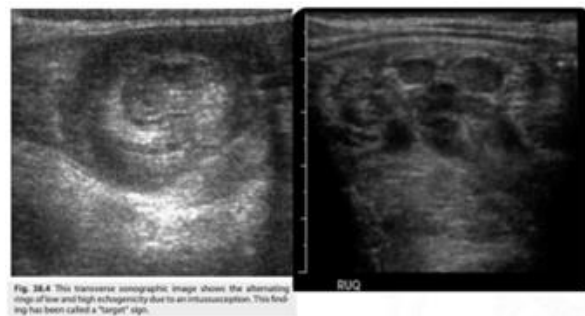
Kiri USG menunjukkan ‘Target sign’ dan ‘crescent moon sign’ pada planus transversal. Kanan USG menunjukkan ‘Pseudokidney sign’ pada planus longitudinal.
